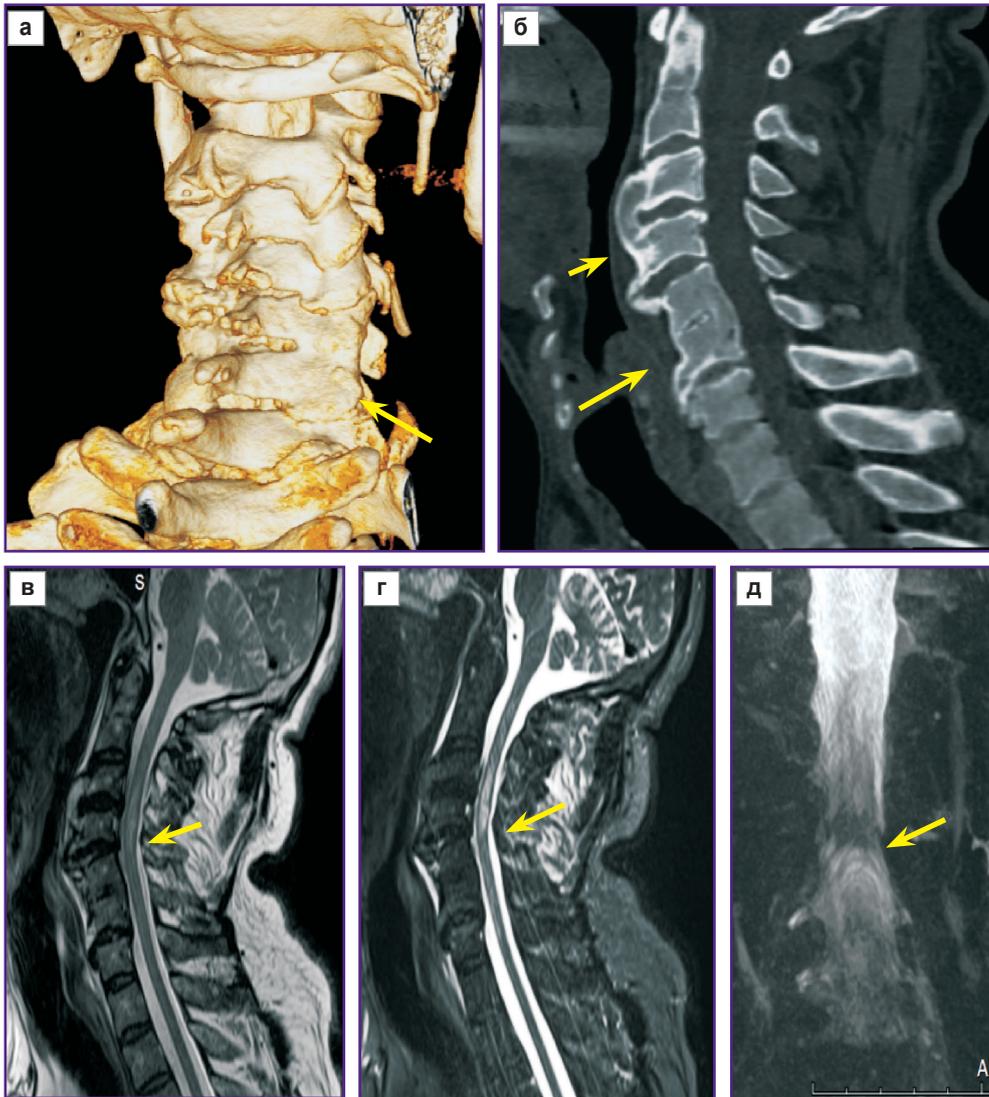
МСК-томограммы (а — 3D-реконструкция, б — сагиттальная проекция); МР-томограммы (в — T2-ВИ и г — STIR (сагиттальные проекции)) и миелограмма (д) пациента Б., 48 лет, поступившего с клиникой тетрапареза после запрокидывания головы во время занятий спортом
